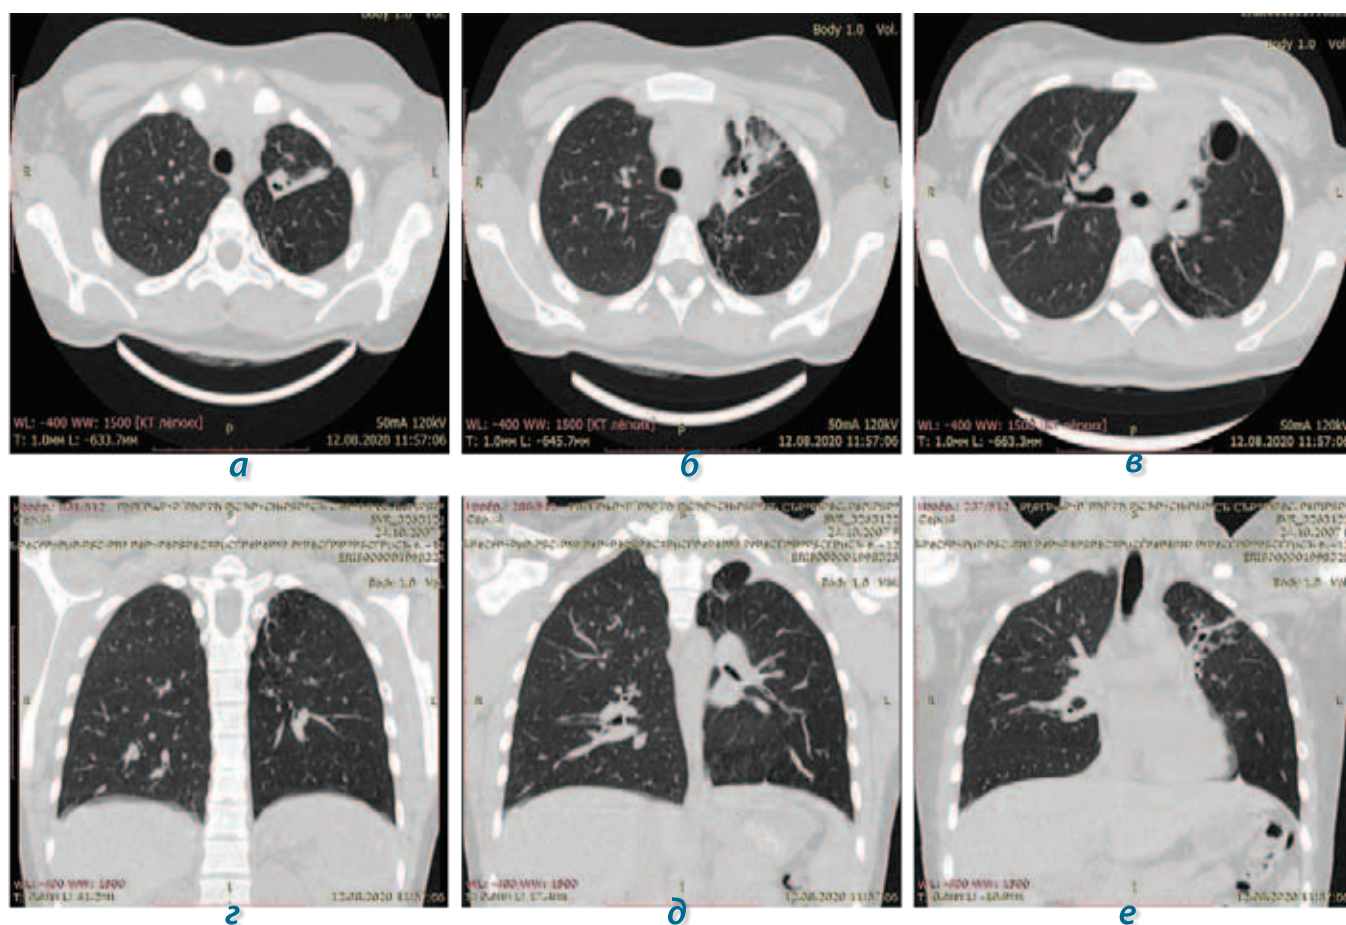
КТ органов грудной клетки пациентки А. от 12.08.2020 г. (18-й месяц химиотерапии); описание в тексте
